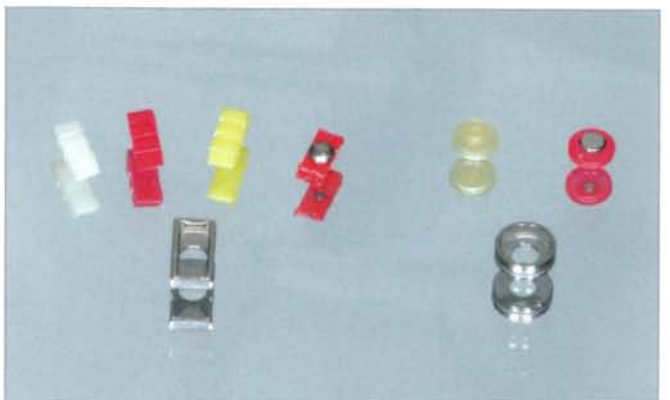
TK-Snap- und TK-Fric-Elemente.
